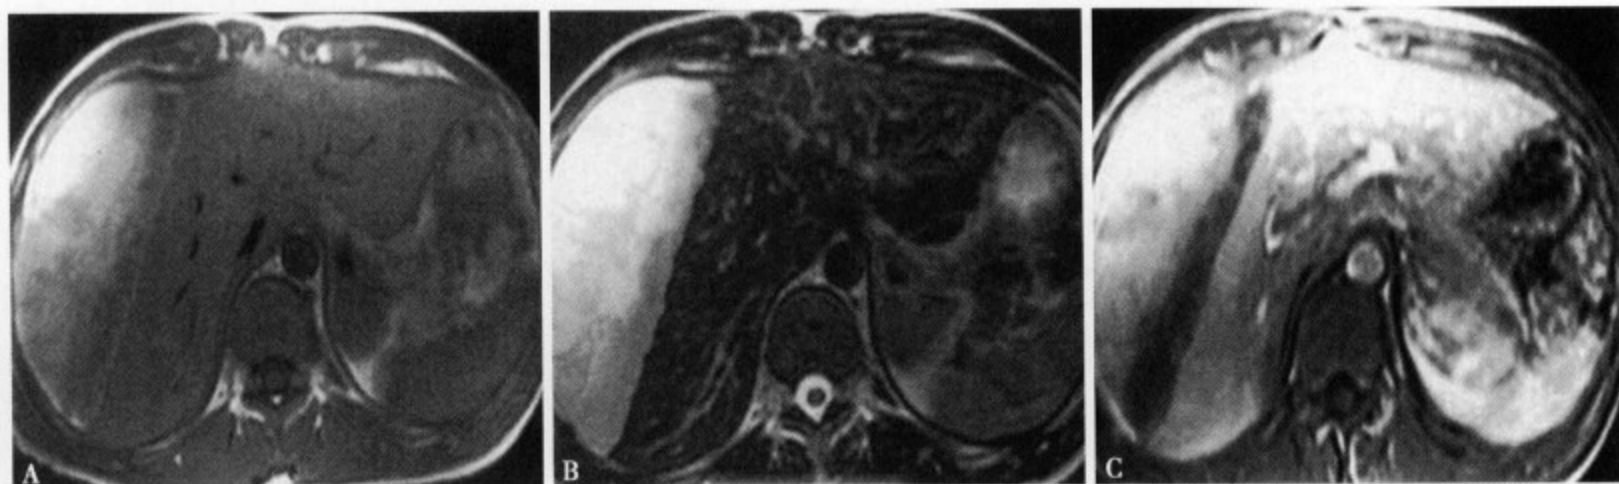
肝包膜下血肿：MRI 平扫 T₁WI (A) 病灶呈不均匀等、高混杂信号，肝缘受压变平；T₂WI (B) 病灶呈不均匀高信号；增强 T₁WI (C) 病灶有轻度强化，与肝缘间可见带状不强化区
